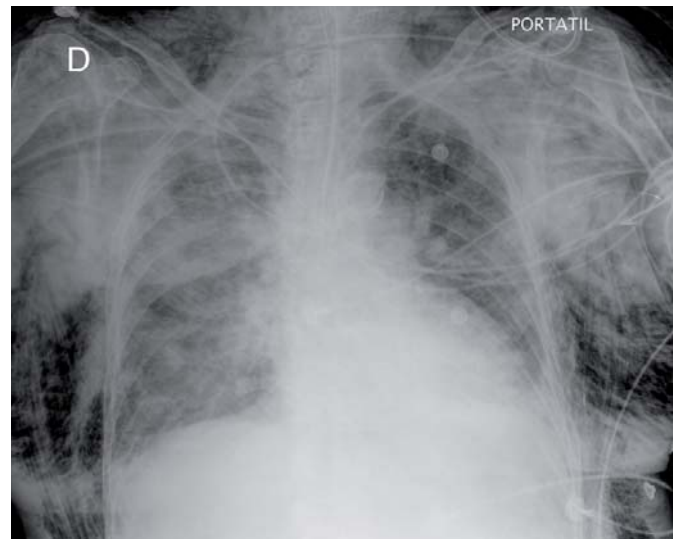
Radiografía de tórax donde se observa el enfisema subcutáneo masivo.
